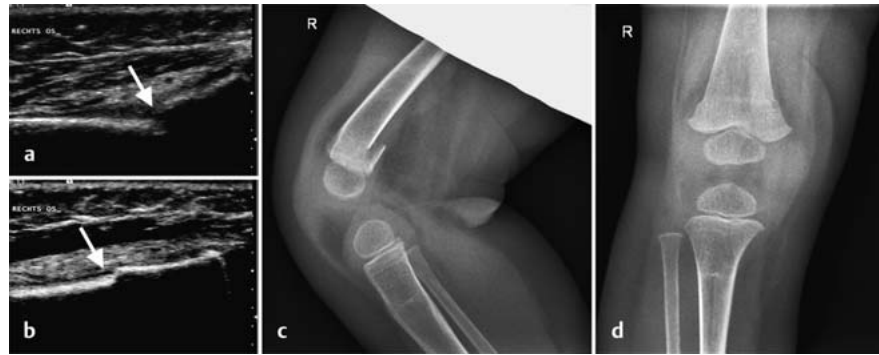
a bis d Distale Femurgrünholzfraktur bei einem 10 Monate alten Jungen nach Sturz vom Wickeltisch. Im Ultraschall Stufenbildung und Knickbildung (↑) lateral und medial (a) sowie geringe Wulstbildung (↑) ventral (b). Im Röntgenbild (c, d) deutliche dorsale Stufenbildung.
